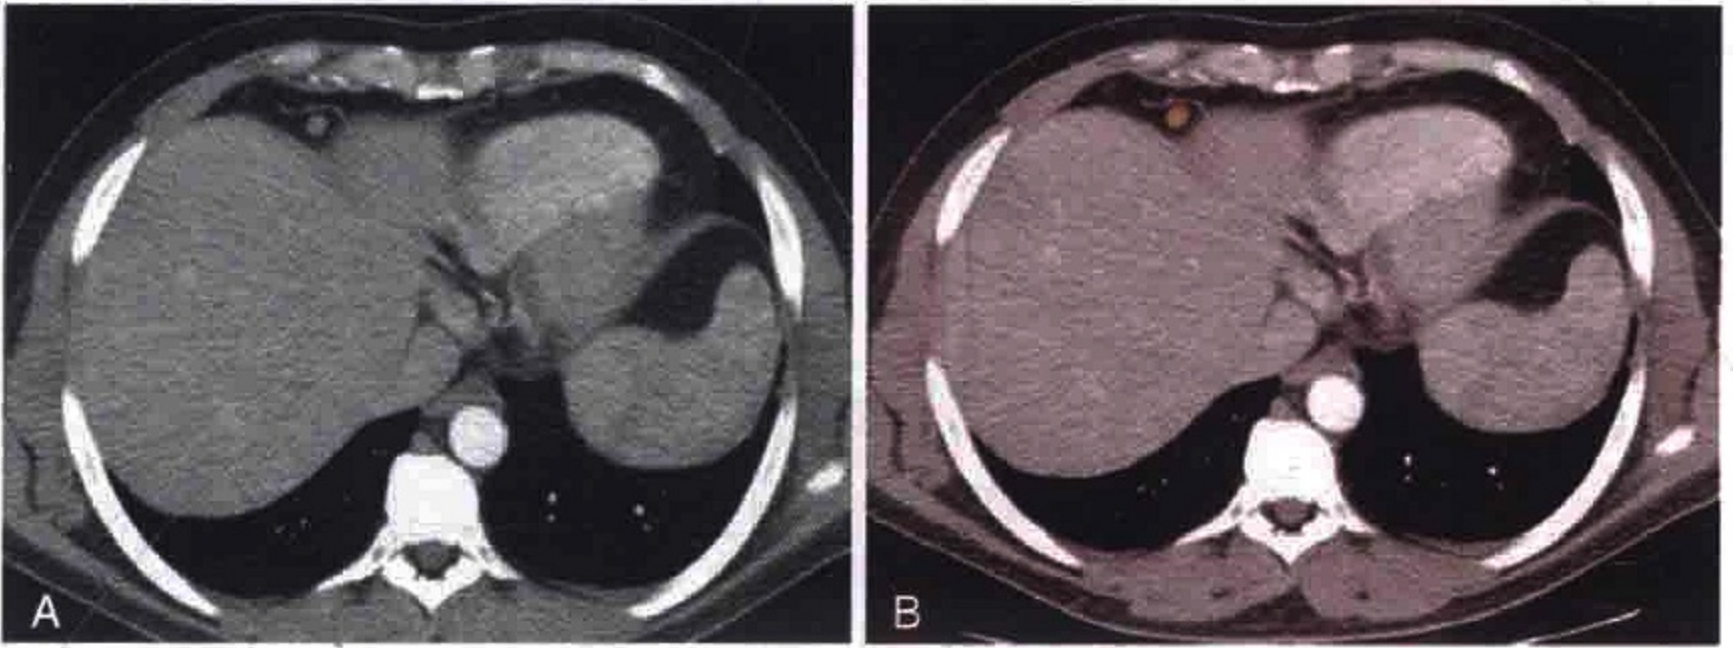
胸部横轴位 CT 增强扫描显示肿大的横膈前方淋巴结（橙色）
